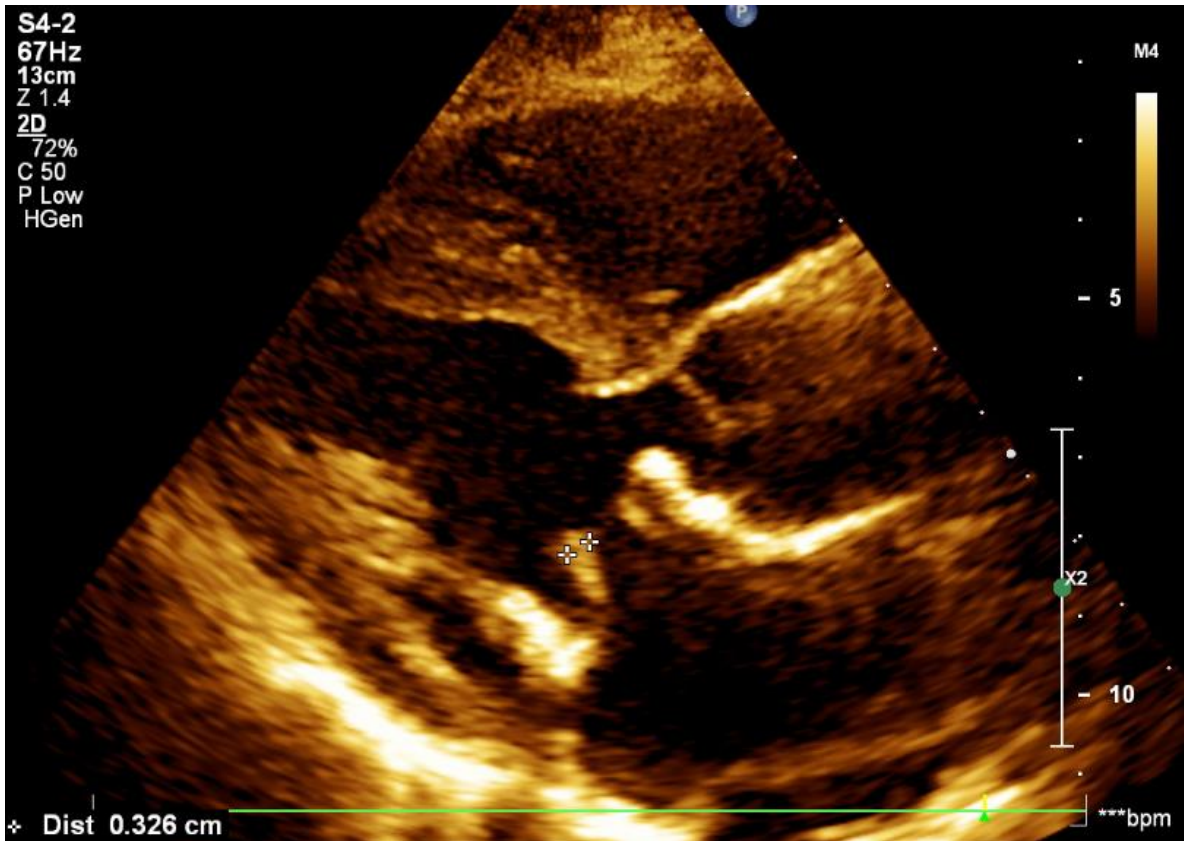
Ecocardiograma com redução da espessura da lacínia da prótese e sem sinais de trombose
